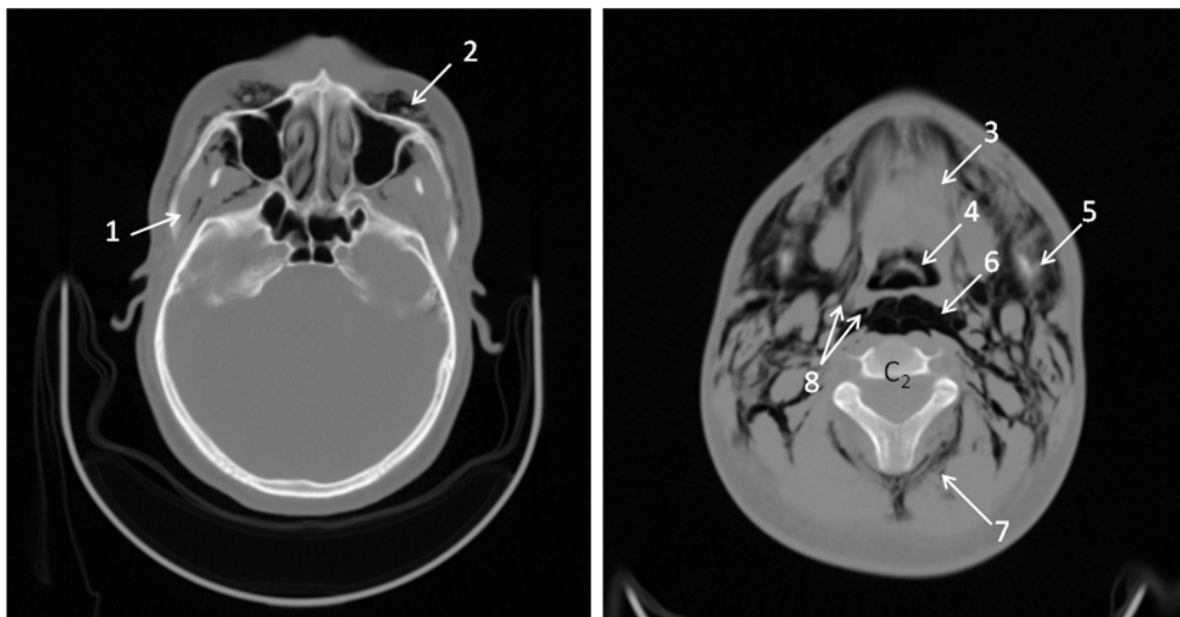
Imagine CT. Emfizem subcutanat cu răspândire până la nivelul craniului facial și spațiile celulare profunde. A – secțiune la nivelul arcadei zigomatice; B – secțiune la nivelul C<sub>2</sub>. Aria de răspândire a aerului.
